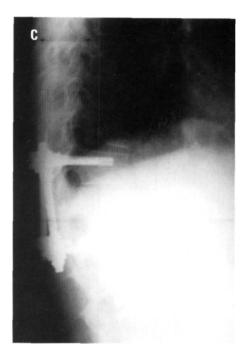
A. Radiografía anteroposterior, B. Radiografía lateral y C. Radiografía lateral a los 15 meses con rotura de uno de los tornillos lumbares.
